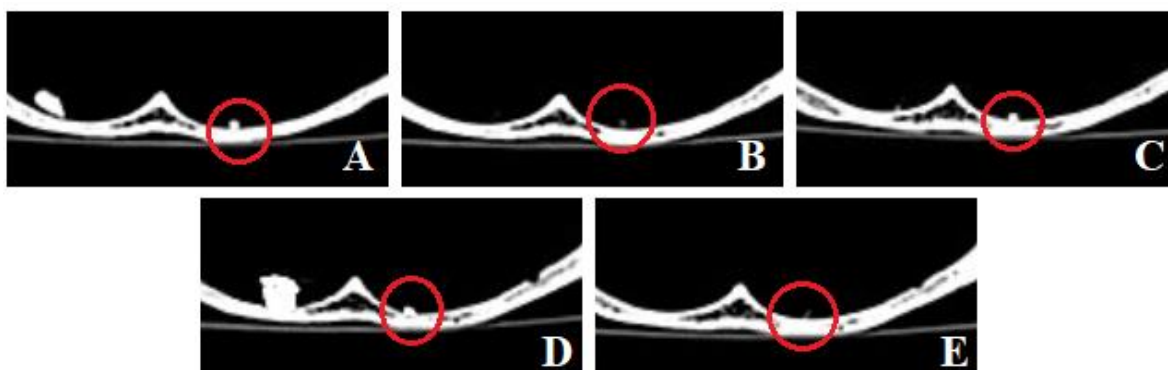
CT skeny (šírka vrstvy  $0,63\text{ mm}$ ) cudzích telies (červený kruh) umiestnených v MT – mäkké tkanivo, o veľkosti  $2\text{ mm}^3$  a v TK – medzi tkanivom a kosťou, o veľkosti  $5\text{ mm}^3$ .
